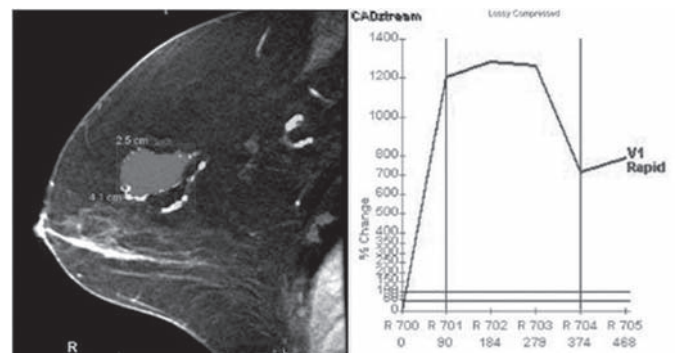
Resonancia magnética T1WI: intenso reforzamiento temprano y curvas dinámicas tipo III.
